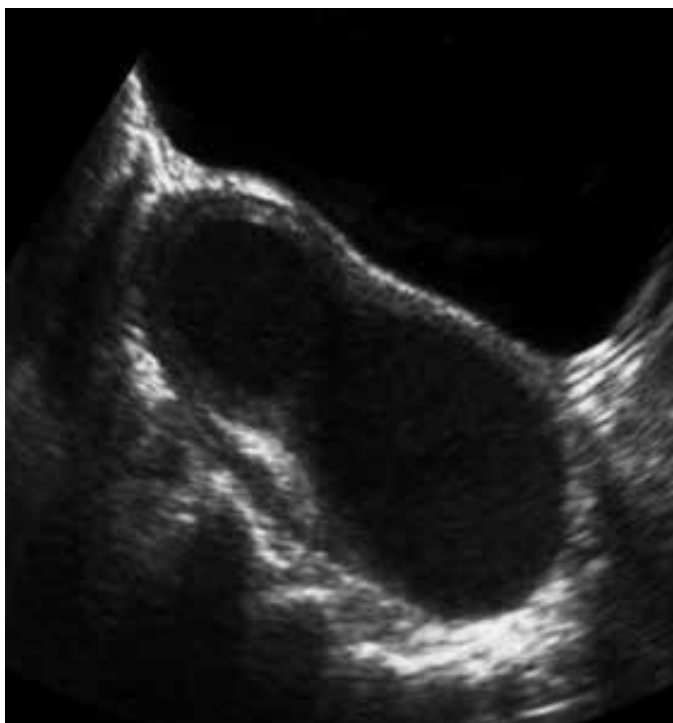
Ultrassonografia 2D , aquisição sagital, evidenciando imagem do corpo uterino à direita com hematometra, hematocervice e hematocolpo à direita.
